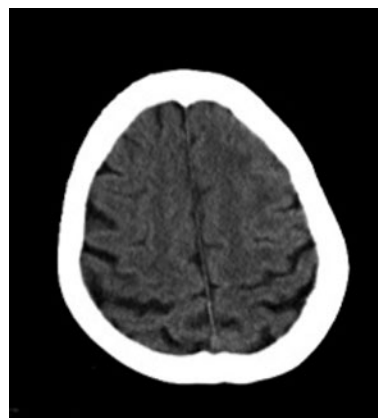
頭部単純CT (2012年5月). 石灰化を認めない.
